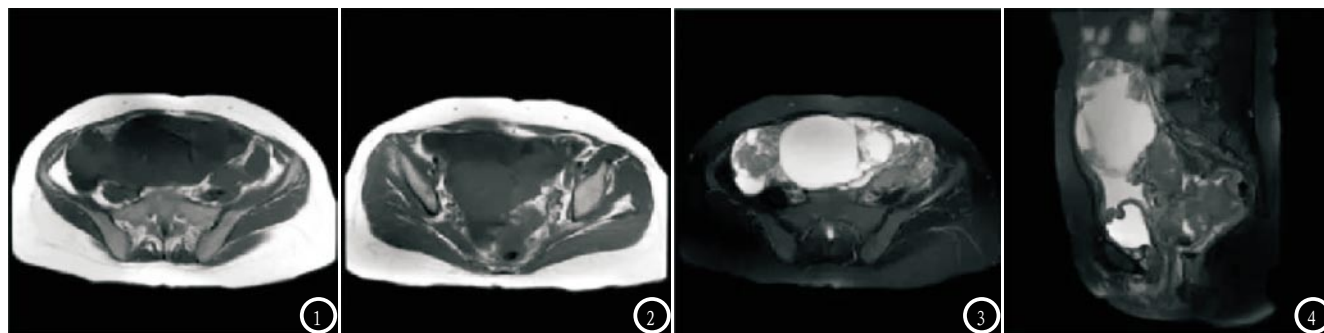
患者,女,43岁,卵巢浆液性囊腺癌。MRI示:双侧腹、盆腔可见巨大不规则型囊实性占位,内可见多发乳头状突起,呈多房分布,T₁WI囊性成分呈长T₁长T₂,实性成分呈长T₁等T₂(图1-2)。子宫浆膜面见数个稍长T₁稍长T₂信号结节,网膜囊增厚内见多个大小不等的小结节形成;子宫粘膜不厚信号如常,双侧附件正常结构显示不清,腹腔积液征(图3-4)。
